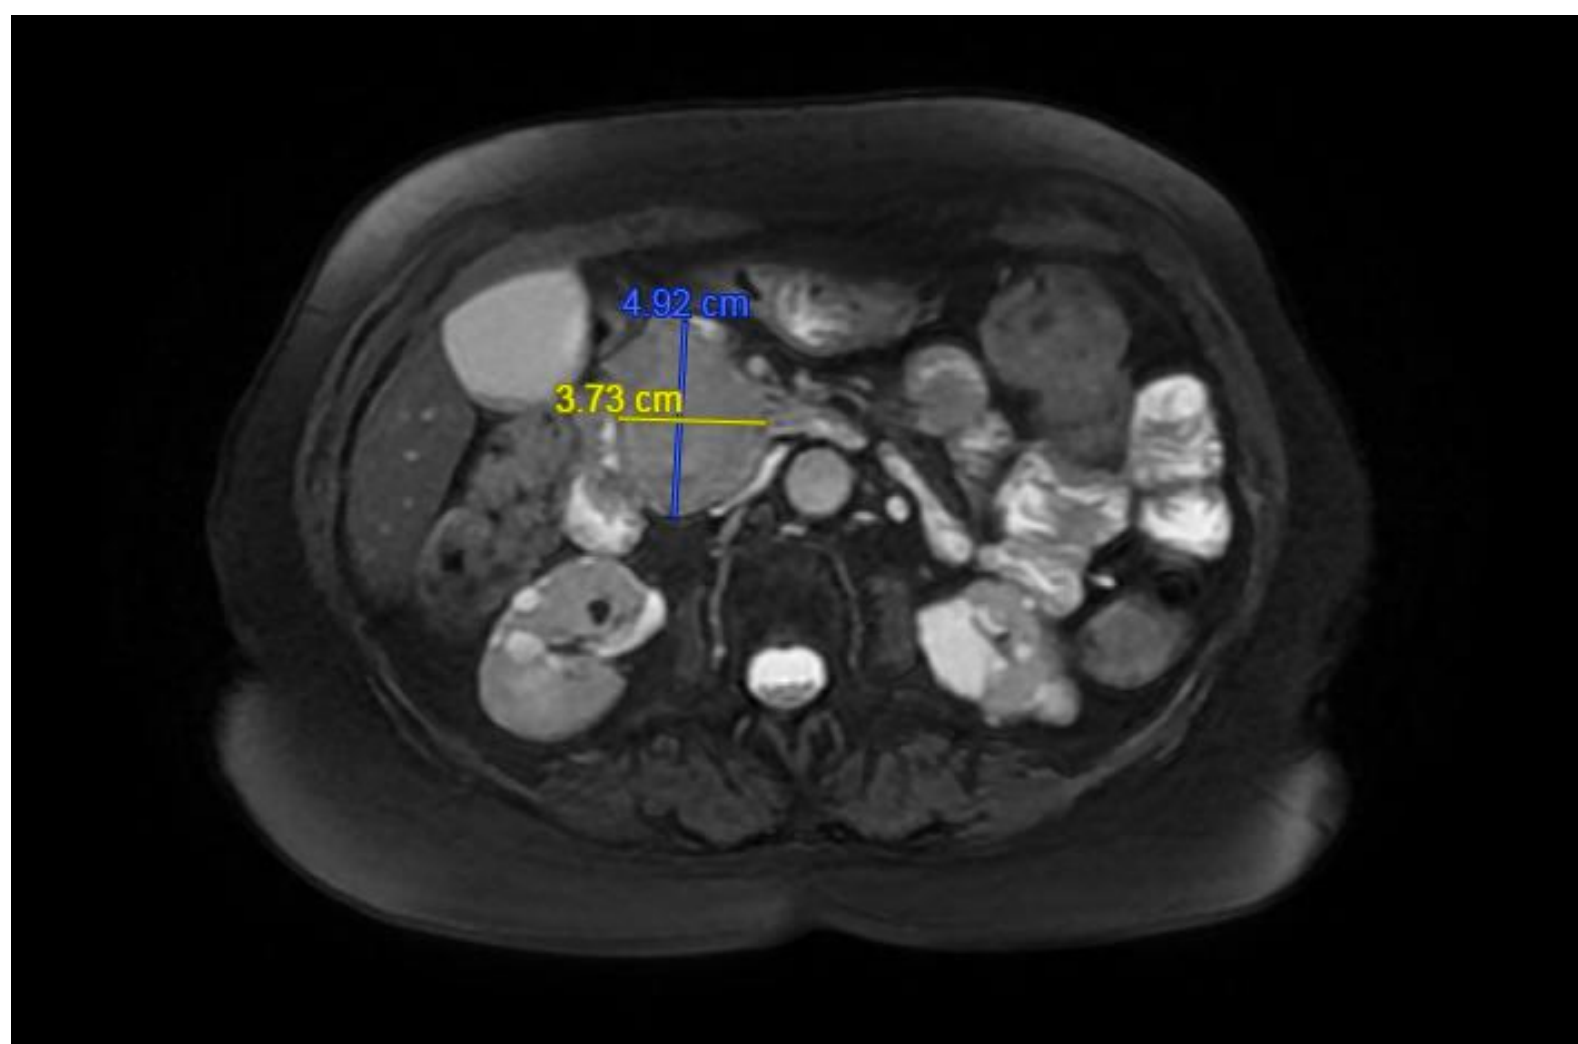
IRM au diagnostic (séquence 3D T2 en forte pondération)
